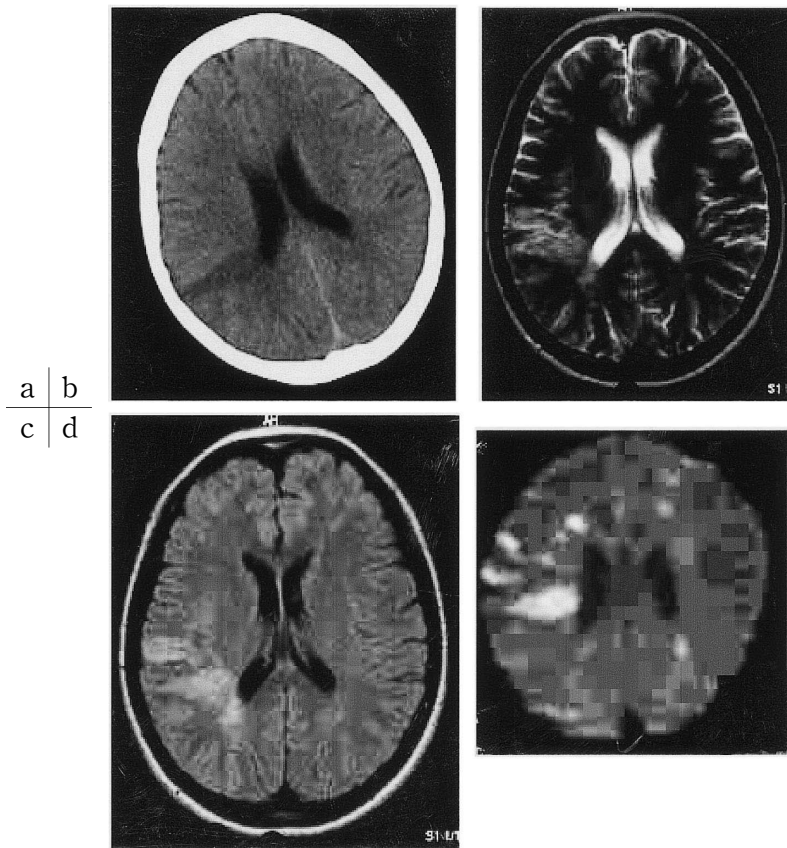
a) CT scan demonstrated wedge-shaped low density area in the right parietal lobe. Magnetic resonance imaging (MRI) showed high intensity signal lesions in the right parietal lobe where detected in the CT scan: b) T2 weighted image, c) fluid attenuated inversion recovery (FLAIR) d) diffusion weighted image (DWI).
